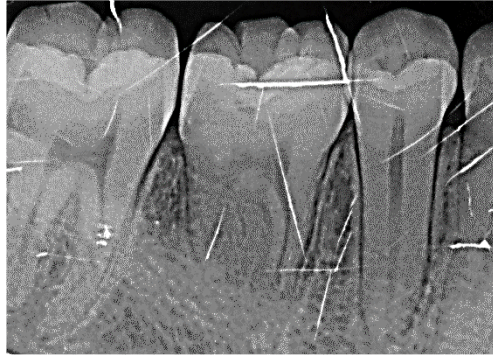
37 numaralı bölgeye transplante edilmiş donör diřin kanal tedavisinden 6 ay sonraki kontrolünde alınan periapikal röntgen görüntüsü
